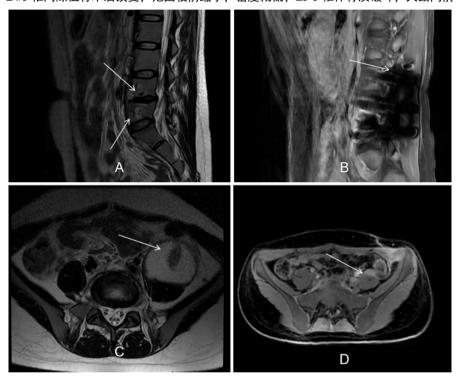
患者 2025 年 6 月 15 日术后复查腰椎 MRI 并与术前 MRI 对比影像: A、B: L3-5 椎体钉棒系统固定术后, L4/5 椎间隙植骨术后改变,范围较前缩小,密度减低; L3-5 椎体骨质破坏,大致同前; C、D: 原左侧腰大肌冷脓肿已清除;左侧髂腰肌前方小脓肿,较前明显缩小
